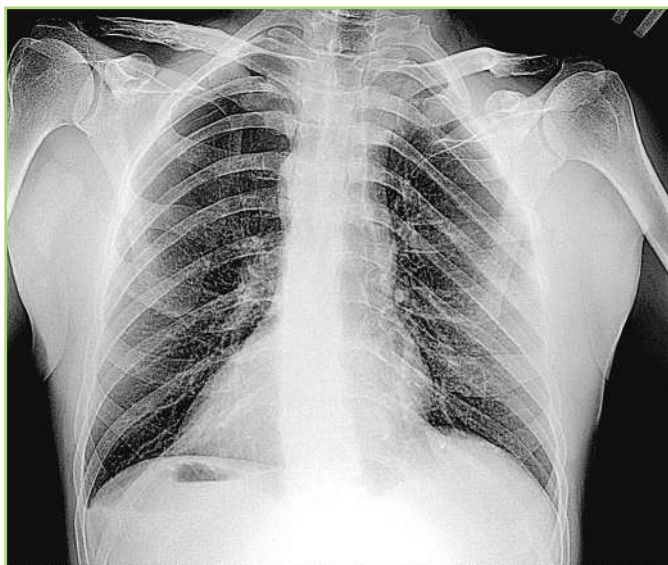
Пациент К., 57 лет. Малый пневмоторакс слева. Обзорная РГ ОГК, передняя задняя проекция [предоставлено авторами] / Patient K., 57 years old. Small left pneumothorax. Chest radiography, PA view [provided by the authors]
